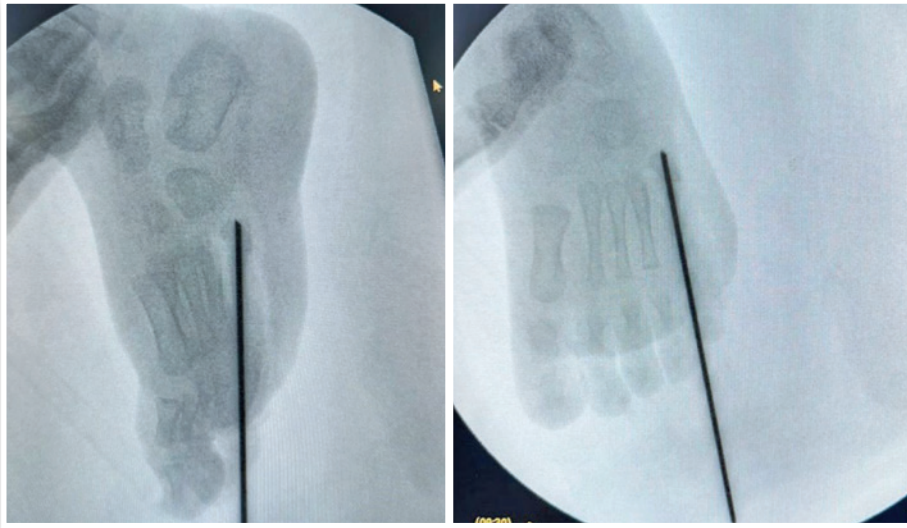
Radiografia Intraoperatória evidenciando a fixação da base do 6 metatarso e com o 5 raio com Fio K 1.5 mm.
